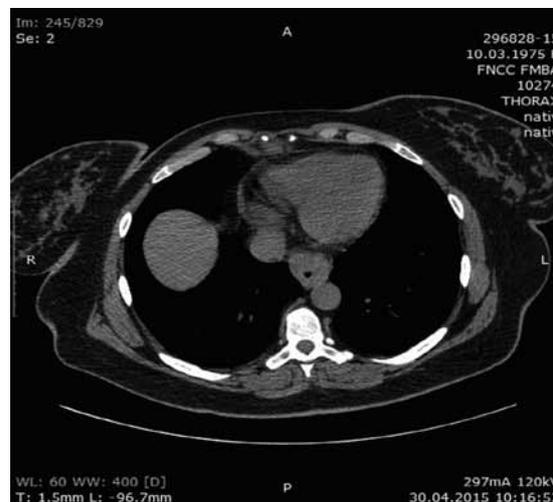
КТ органов грудной клетки и брюшной полости: Циркулярный рак проксимального отдела желудка с переходом на верхнюю половину ретроперикардиального сегмента пищевода. Увеличения регионарных и отдаленных лимфатических узлов, отдаленных метастазов нет
